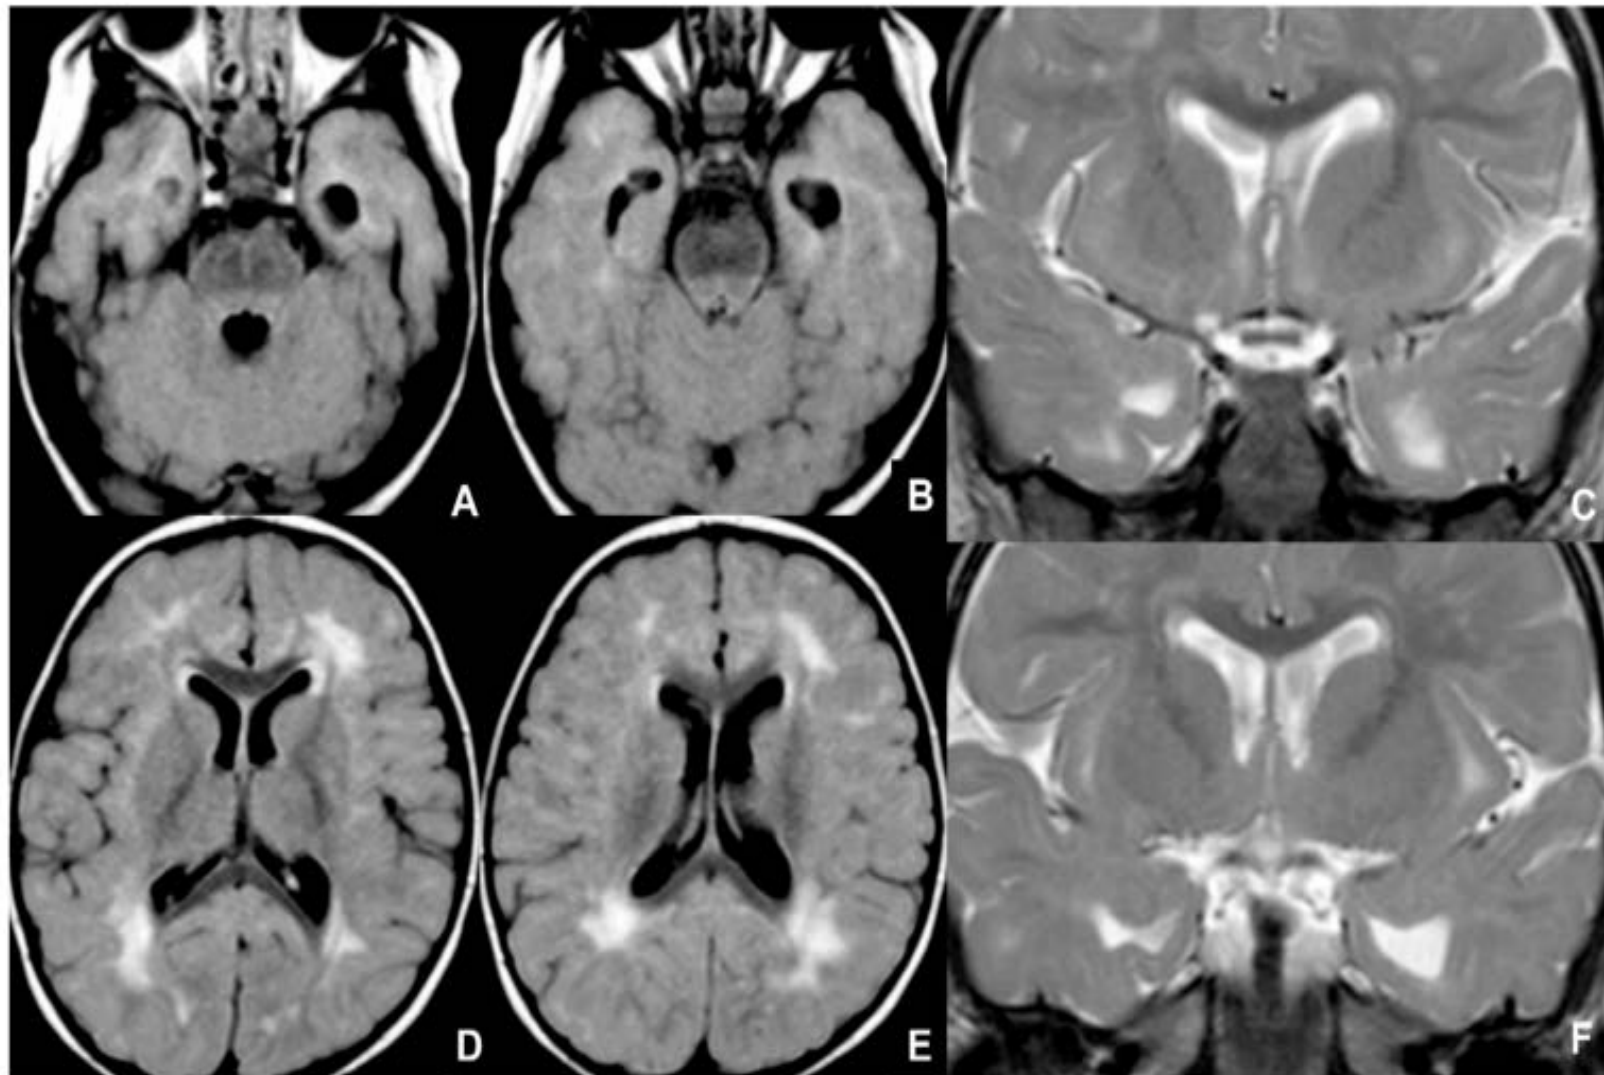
Seventeen-month-old child affected by CMV and presenting with post-natal deafness and neurocognitive retardation. MRI showed mesial temporal cysts on axial FLAIR (A,B), coronal T2WI images (C,F) and bilateral periventricular white matter alterations on axial FLAIR images (D,E).
